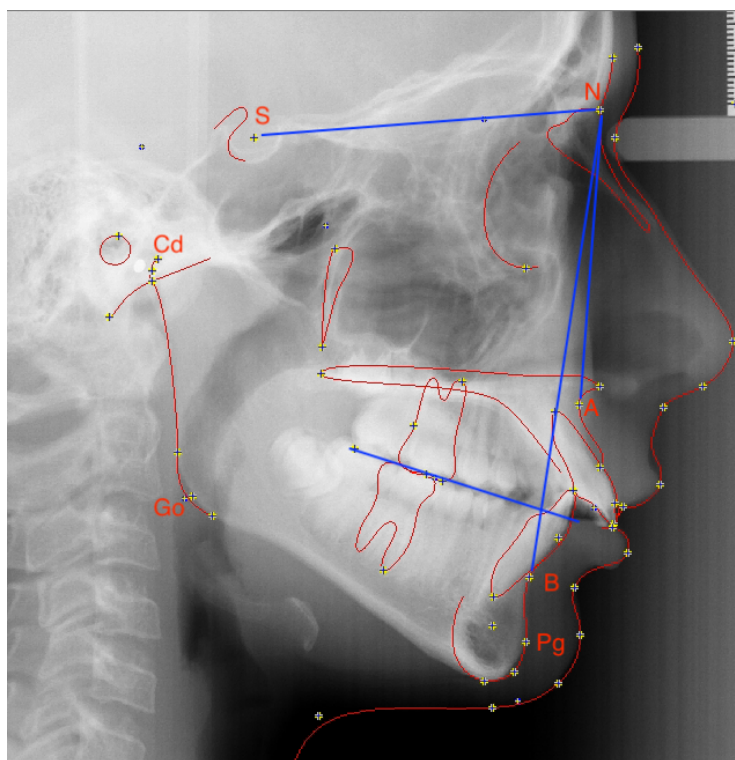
Radiographie céphalométrique latérale illustrant la classe II squelettique
